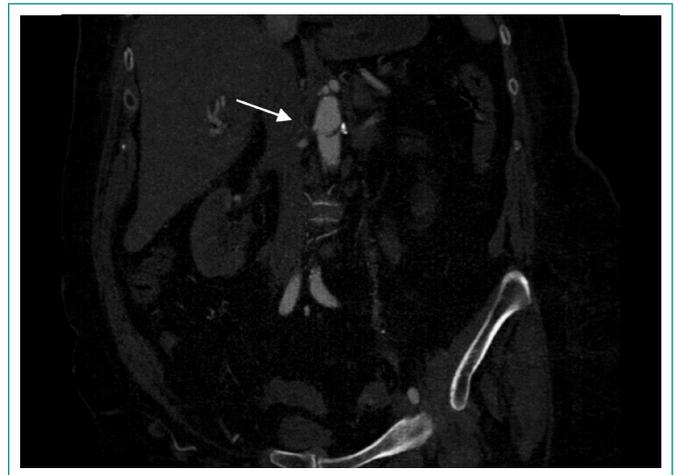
Corte coronal de tomografía en la que se observa trombo intraaórtico cruzando la aorta entre el origen de ambas arterias renales (flecha blanca).
